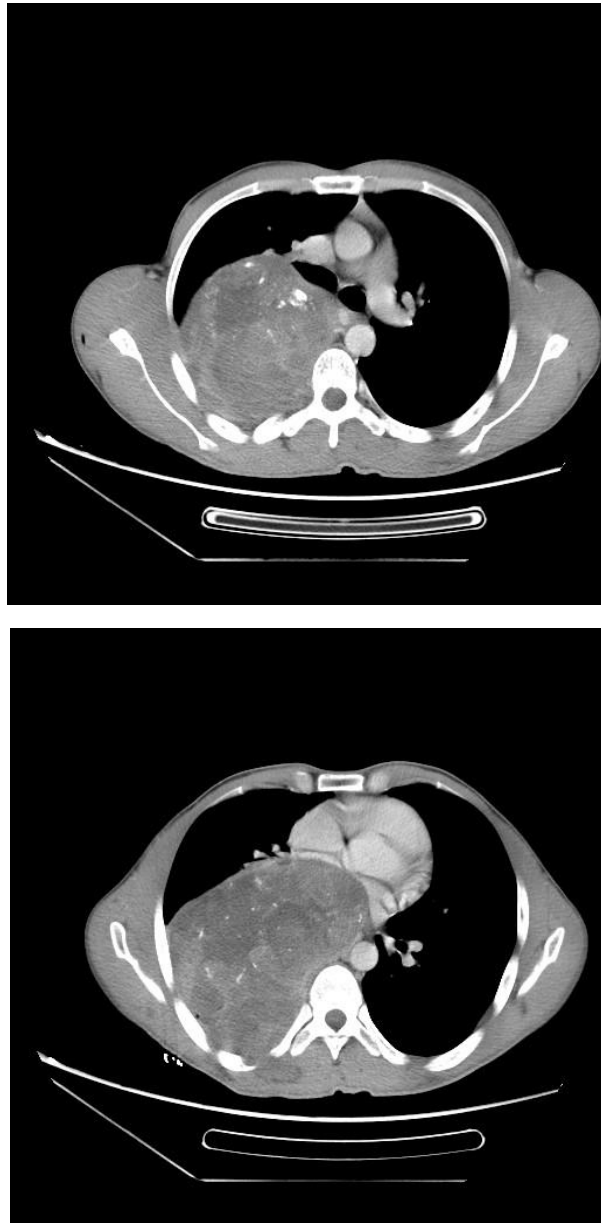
Imagerie du Service de Radiologie du CHU de FES (Hôpital Hassan II) : TDM passant par l'étage thoracique, en fenêtre médiastinale, après injection du PDCI, mettant en évidence une volumineuse masse de densité tissulaire, rehaussée de façon hétérogène, contenant des calcifications et des remaniements nécrotiques en son sein, refoulant le parenchyme pulmonaire, ainsi que le médiastin et le tractus aéro-digestif, avec perte du liseré graisseux de séparation par endroit. Elle envahit aussi les parties molles de la paroi thoracique postérieure à travers l'espace intercostal → neuroblastome.
